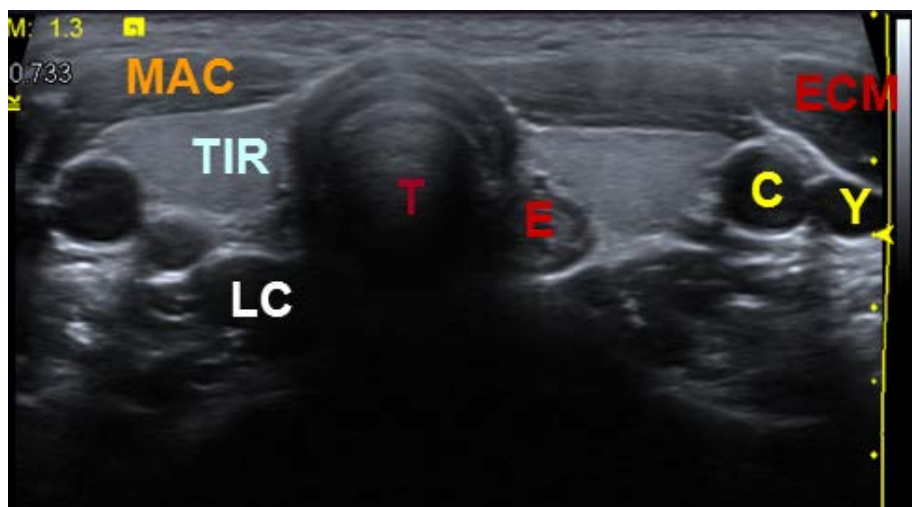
Tiroides normal por ecografía. El tiroides (TIR) es homogéneo y uniformemente hiperecoico en relación a los músculos anteriores del cuello (MAC). Esófago (E), tráquea (T), músculos esternocleidomastoideos (ECM), arteria carótida interna (C), vena yugular interna (Y) y músculos longus colli (LC).
